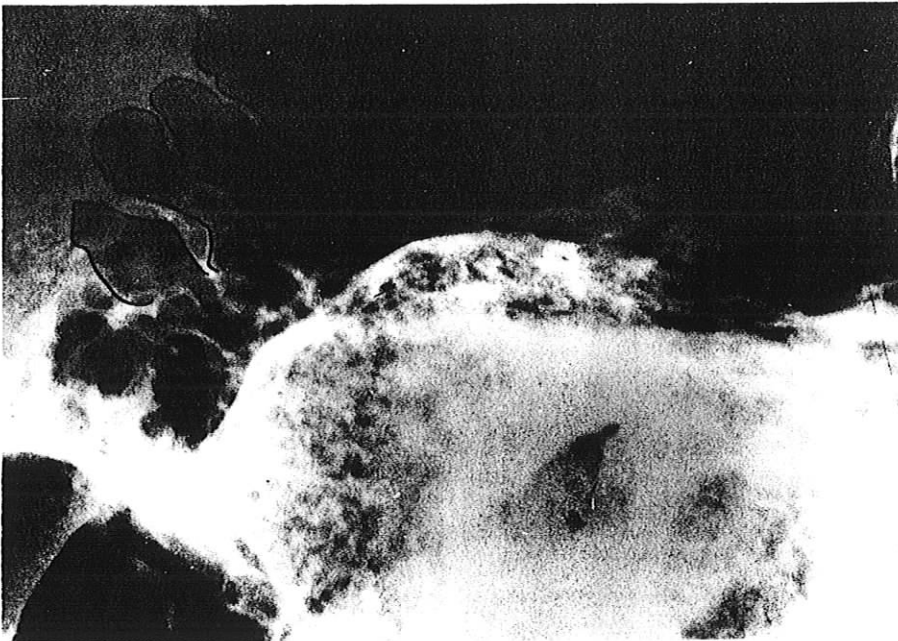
Agrandissement d'une partie de la surface du sinus mastoïde sur la radiographie post mortem. Les cellules ont été contrastées par la clarté . Comparer les formes de ces cellules avec celles montrées sur la figure 68 .
